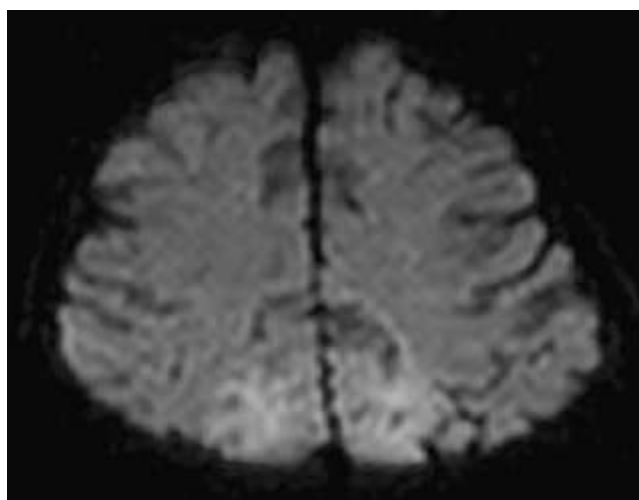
IRM par diffusion.* Augmentation du signal indiquant un œdème cytotoxique dans les lobes pariétaux parasagittaux bilatéraux.
